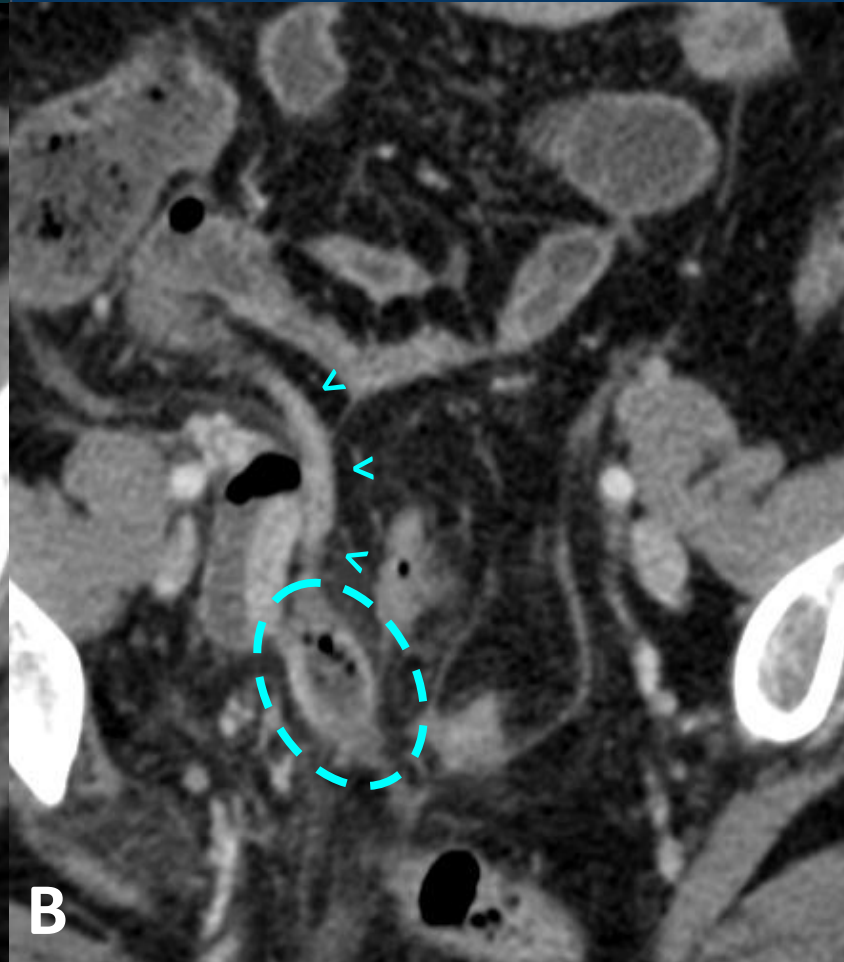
TC AP con CIV en fase portal. Cortes coronales (A, C) y axiales (B, D).
